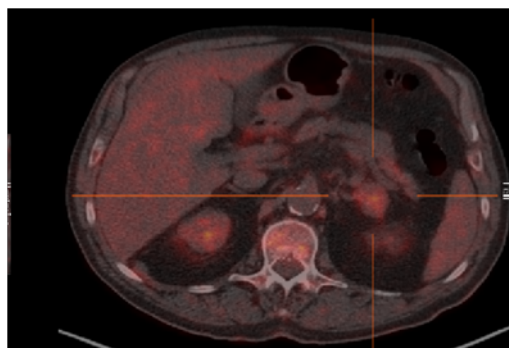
Captación muy elevada del trazador análogo de glucosa, 18-FDG por parte de una tumoración suprarrenal
